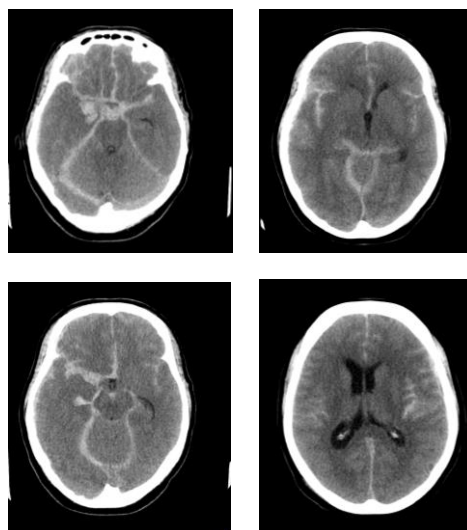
TC en paciente con extensa HSA, puntuación 4 en la escala de Fisher
